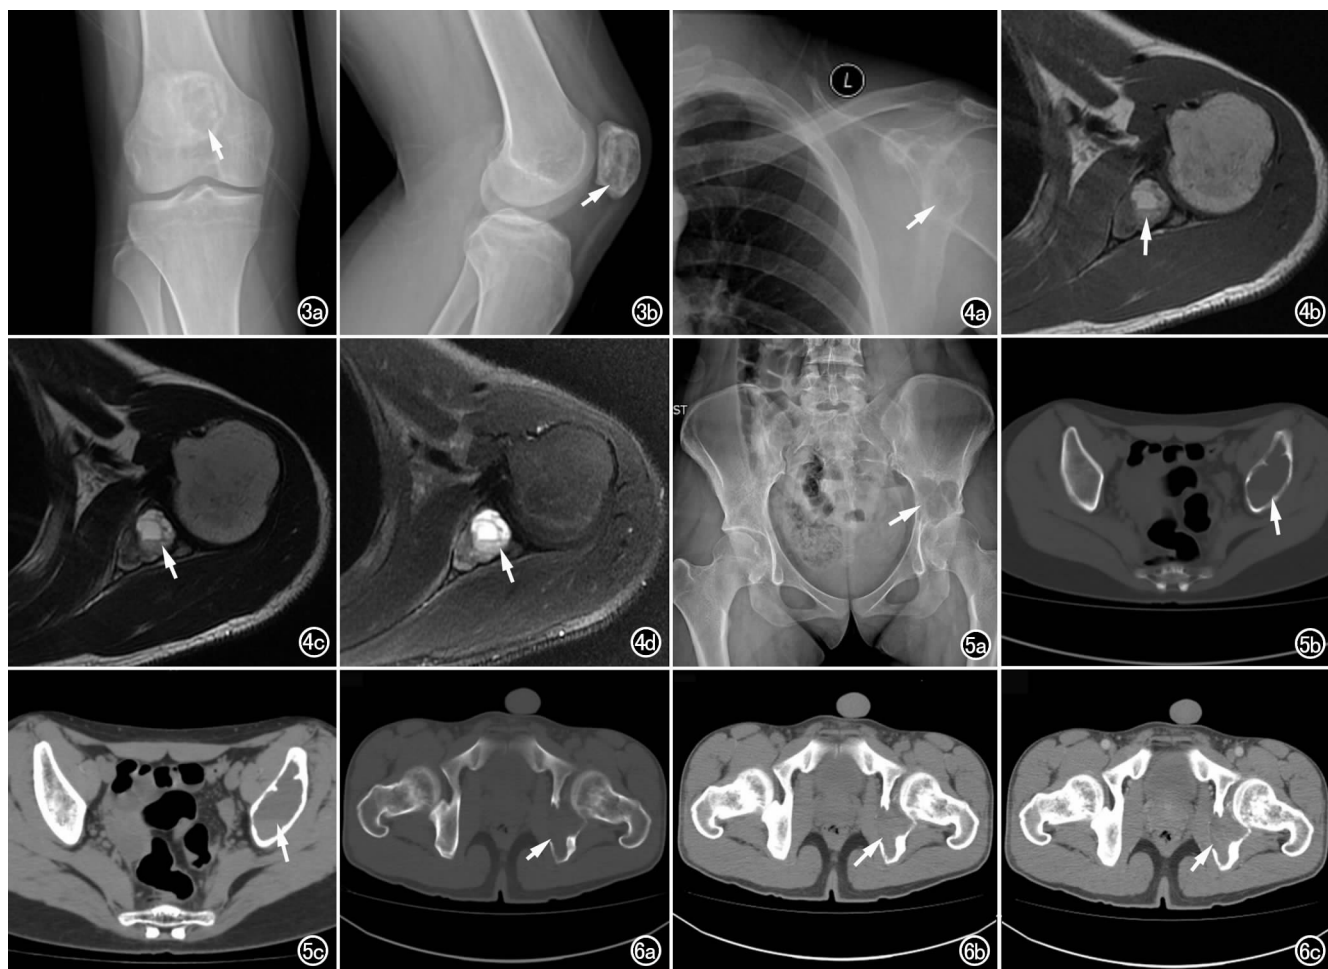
a) 右膝关节正位片示右髌骨内可见类圆形低密度影(箭),其内密度不均匀,可见点状及弧形钙化,边缘清晰,周围有硬化边; b) 右膝关节侧位片示髌骨内病灶结构清晰(箭)。 图 4 a) 左肩关节正位片示左肩胛骨膨胀性骨质破坏(箭),呈“皂泡”样改变,其内密度不均,可见分隔; b) 左肩关节横轴面 T_1 WI 示左肩胛骨膨胀性骨质破坏(箭),病灶内呈中等信号; c) T_2 WI 示病灶呈高信号(箭),其内可见液-液平面及囊变出血; d) 脂肪抑制 T_2 WI 示病变更加清晰(箭)。 图 5 a) 骨盆正位片示左侧髂骨溶骨性膨胀性病灶(箭),可见多个分隔影,边缘无明显硬化; b) 横轴面 CT 骨窗扫描示左侧髂骨溶骨性病灶(箭),骨包壳完整,无明显硬化,可见骨脊; c) CT 软组织窗扫描示病灶内密度不均(箭),并可见液液平面。 图 6 a) CT 平扫骨窗显示左侧坐骨溶骨性病变(箭),局部骨皮质破坏较明显,骨包壳不完整; b) 软组织窗示病灶内密度不均匀(箭),未见钙化; c) CT 增强扫描示病灶内轻度强化(箭)。
